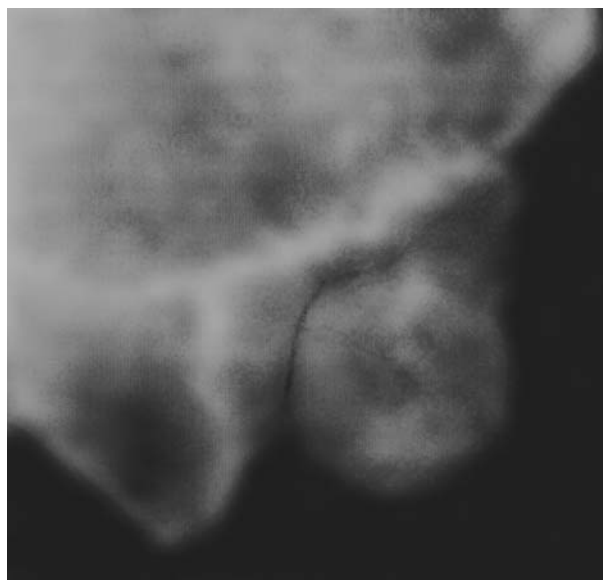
Вдавленный перелом на теменной кости у мужчины из Студеновского могильника на стандартной рентгенограмме
